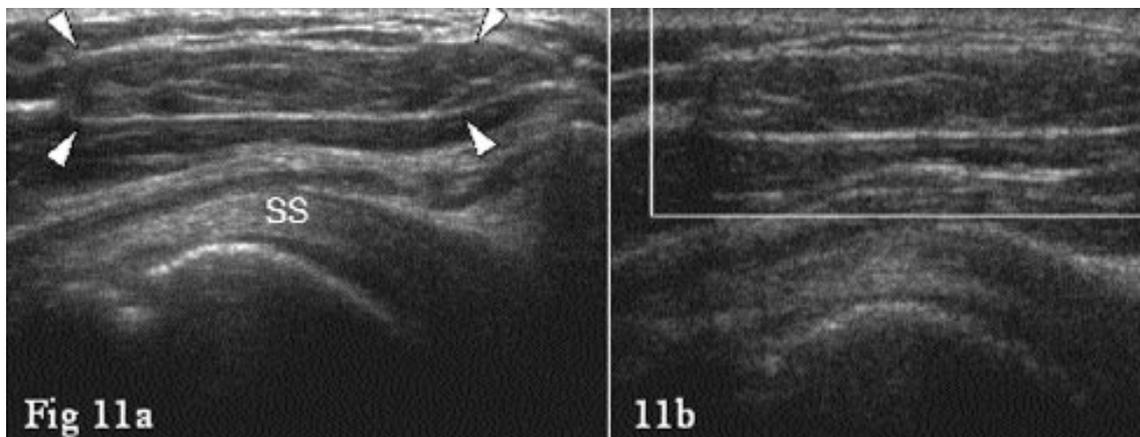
Lipome. (a) Coupe coronale 12-5 MHz et (b) en Doppler couleur centré sur le tendon supraspinatus tendon (SS) montrant une masse bien limitée, située dans le plan cellulaire sous-cutané et correspondant à un lipome. Noter l'absence de flux vasculaire interne (b).
